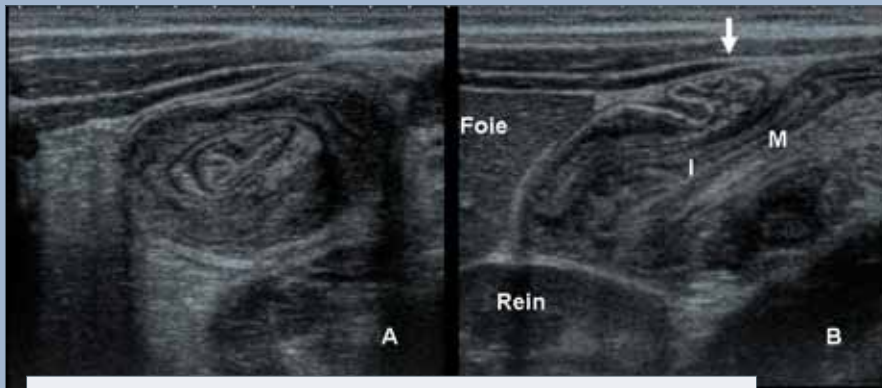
Aspect échographique d'une invagination intestinale aiguë iléo-colique. Coupes du flanc droit. A) transversale montrant l'aspect typique en cocarde avec la succession des couches de parois digestives, B) longitudinale montrant le retournement de la paroi colique (flèche) et les parois de l'anse invaginée (I) ainsi que la graisse mésentérique (M) entraînée dans le boudin d'invagination.
